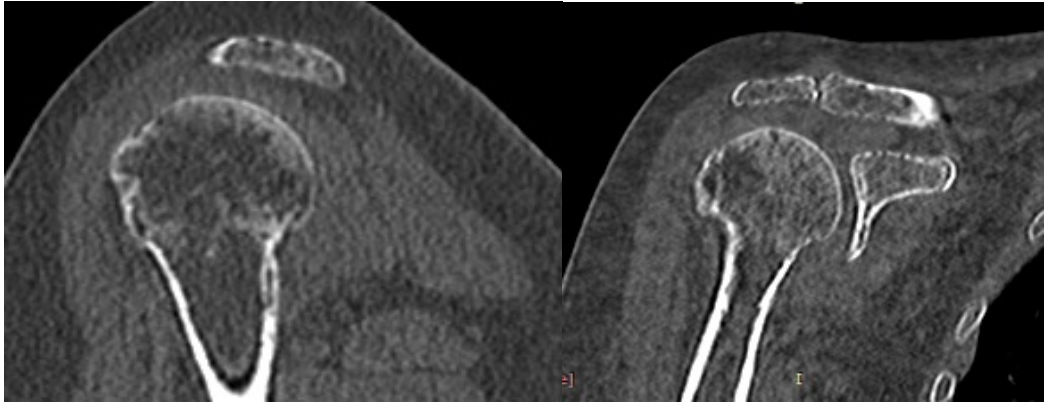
Пациент К., компьютерная томография через 13 месяцев после травмы: перелом сросся
